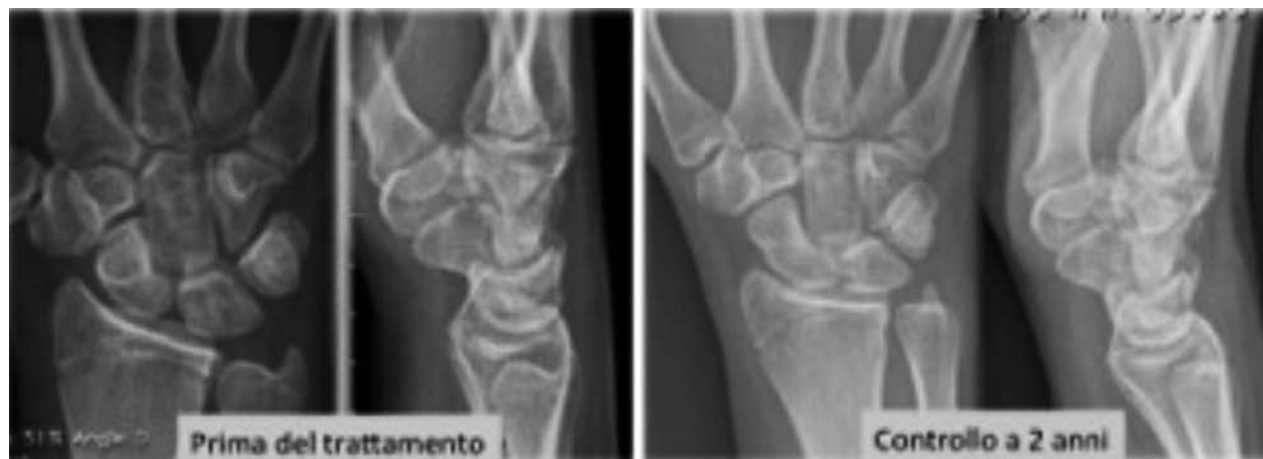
Valutazione radiografica a inizio trattamento e controllo a due anni.
